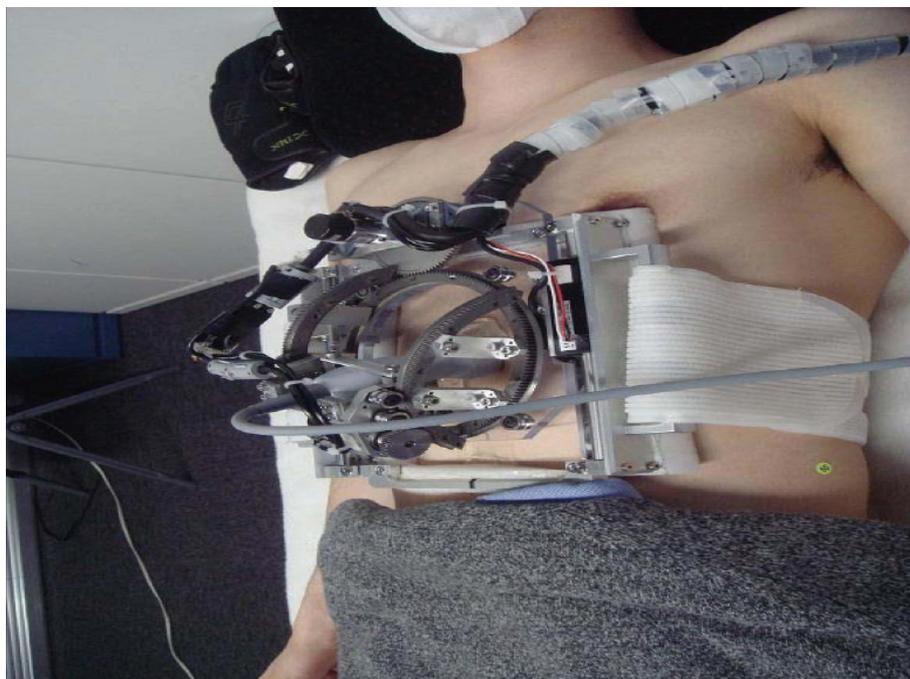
遠隔操作可能なエコーロボット [22]
